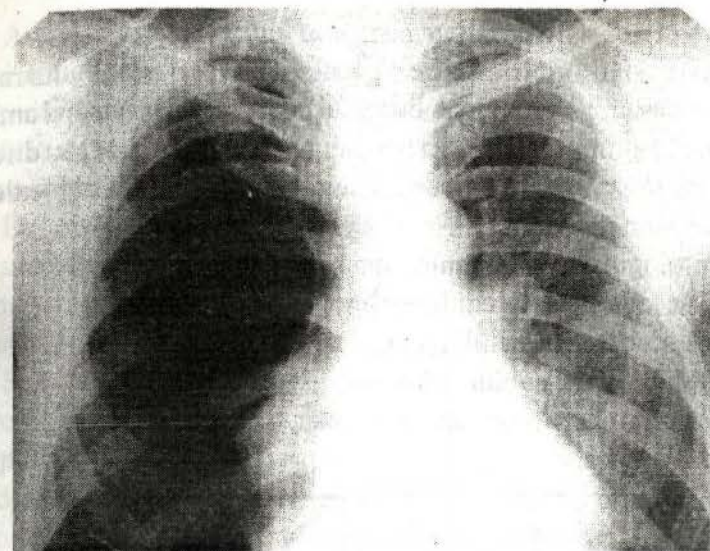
Radiografie de ansamblu a organelor cutiei toracice. Hipertransparență de dreapta (pneumotorax).
